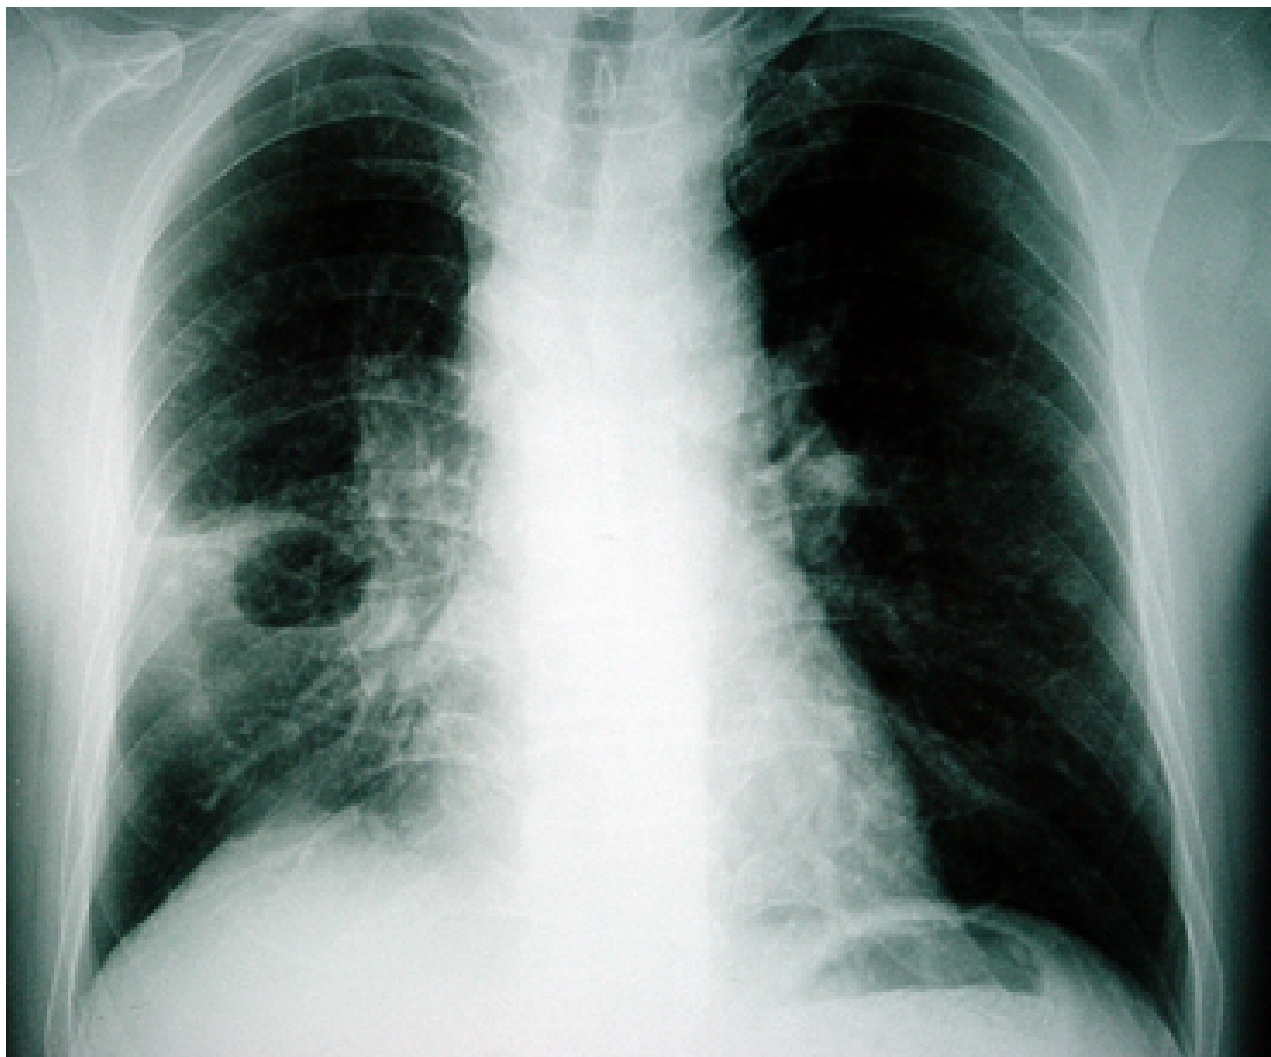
Radiografia torácica mostrando um abscesso pulmonar no lado direito com infiltração circunjacente
